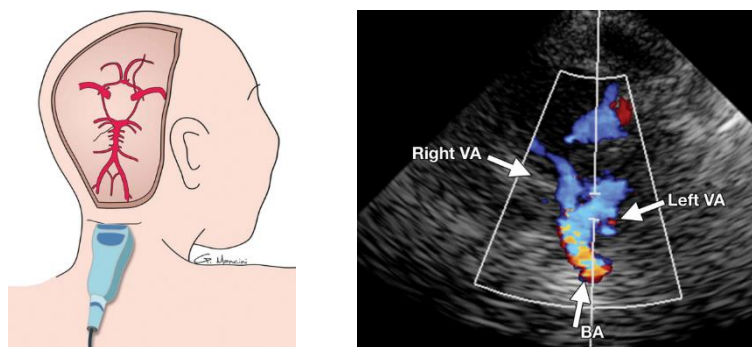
Ecografia suboccipital com doppler mostrando o fluxo sanguíneo da circulação cerebral posterior. Adaptado de *Advances in transcranial Doppler US: imaging ahead. Radiographics. 2013*⁵¹
